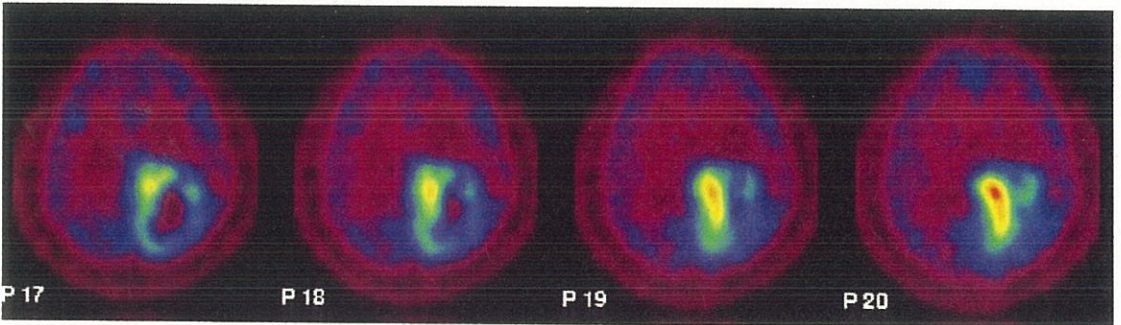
上段FDG PET, 下段メチオニンPET: 脳は、糖代謝が盛んなため、FDG PETでは集積をとらえにくいことが多い
